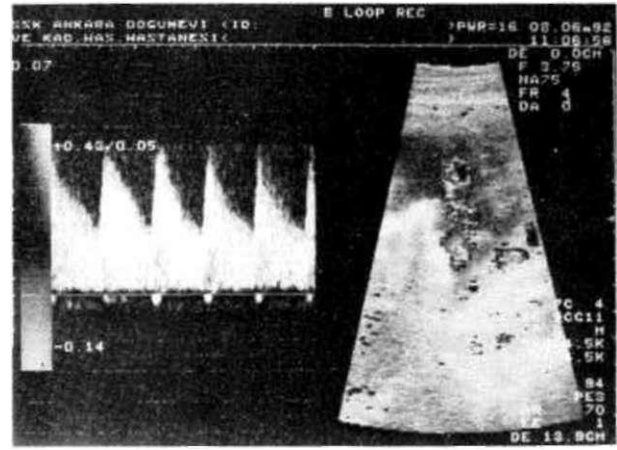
IPFA'nın renkli görüntüleme altında Doppler spektrumu.
